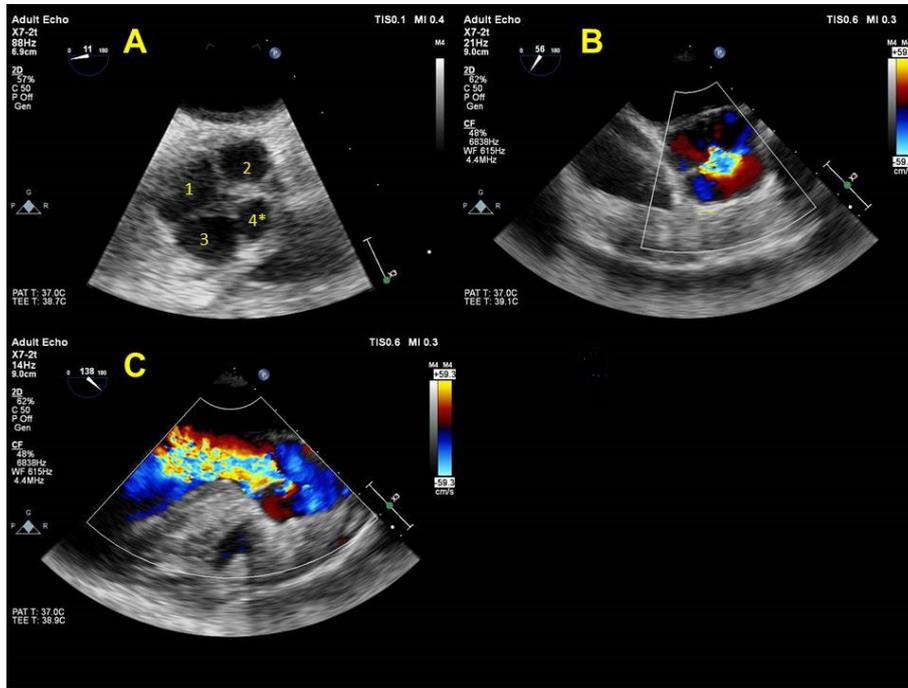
Ecocardiograma transesofágico intraoperatório demonstrando: A: valva aórtica quadricúspide (projeção transversal no esôfago médio-alto, ao nível da valva aórtica); B: jato central de insuficiência aórtica importante por falha de coaptação entre as cúspides (projeção transversal no esôfago médio-alto, ao nível da valva aórtica); C: insuficiência aórtica importante (projeção longitudinal no esôfago médio-alto).
